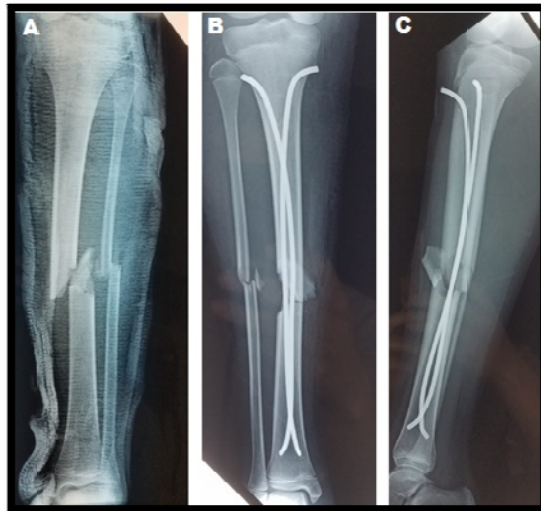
A – Radiographie de face de la jambe droite objectivant une fracture des 2 os de la jambe à trait oblique long avec 3 ème fragment chez un enfant de 7 ans. B,C – Aspect post opératoire après traitement par ECMES.
